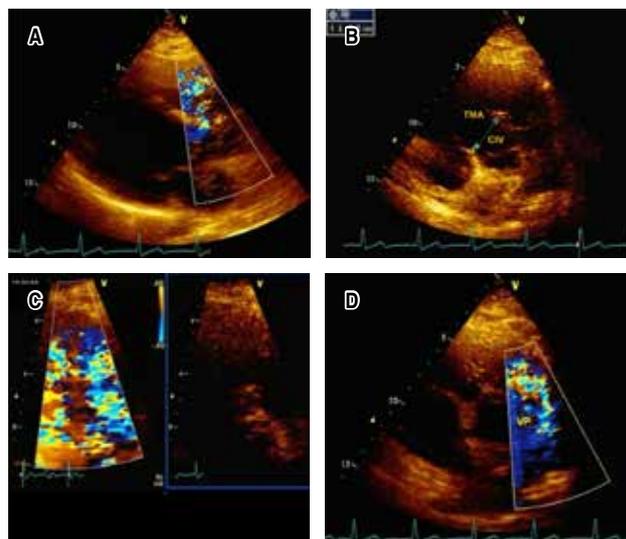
A) Doppler color. Cortocircuito izquierda a derecha en defecto de tabique interventricular. B) Defecto subártico amplio de 2.2 × 1.6 cm. C y D) Doppler color-turbulencia intraventricular producida por la obstrucción dinámica del TMA a nivel infundibular. TMA = tejido muscular accesorio. VP = válvula pulmonar.
